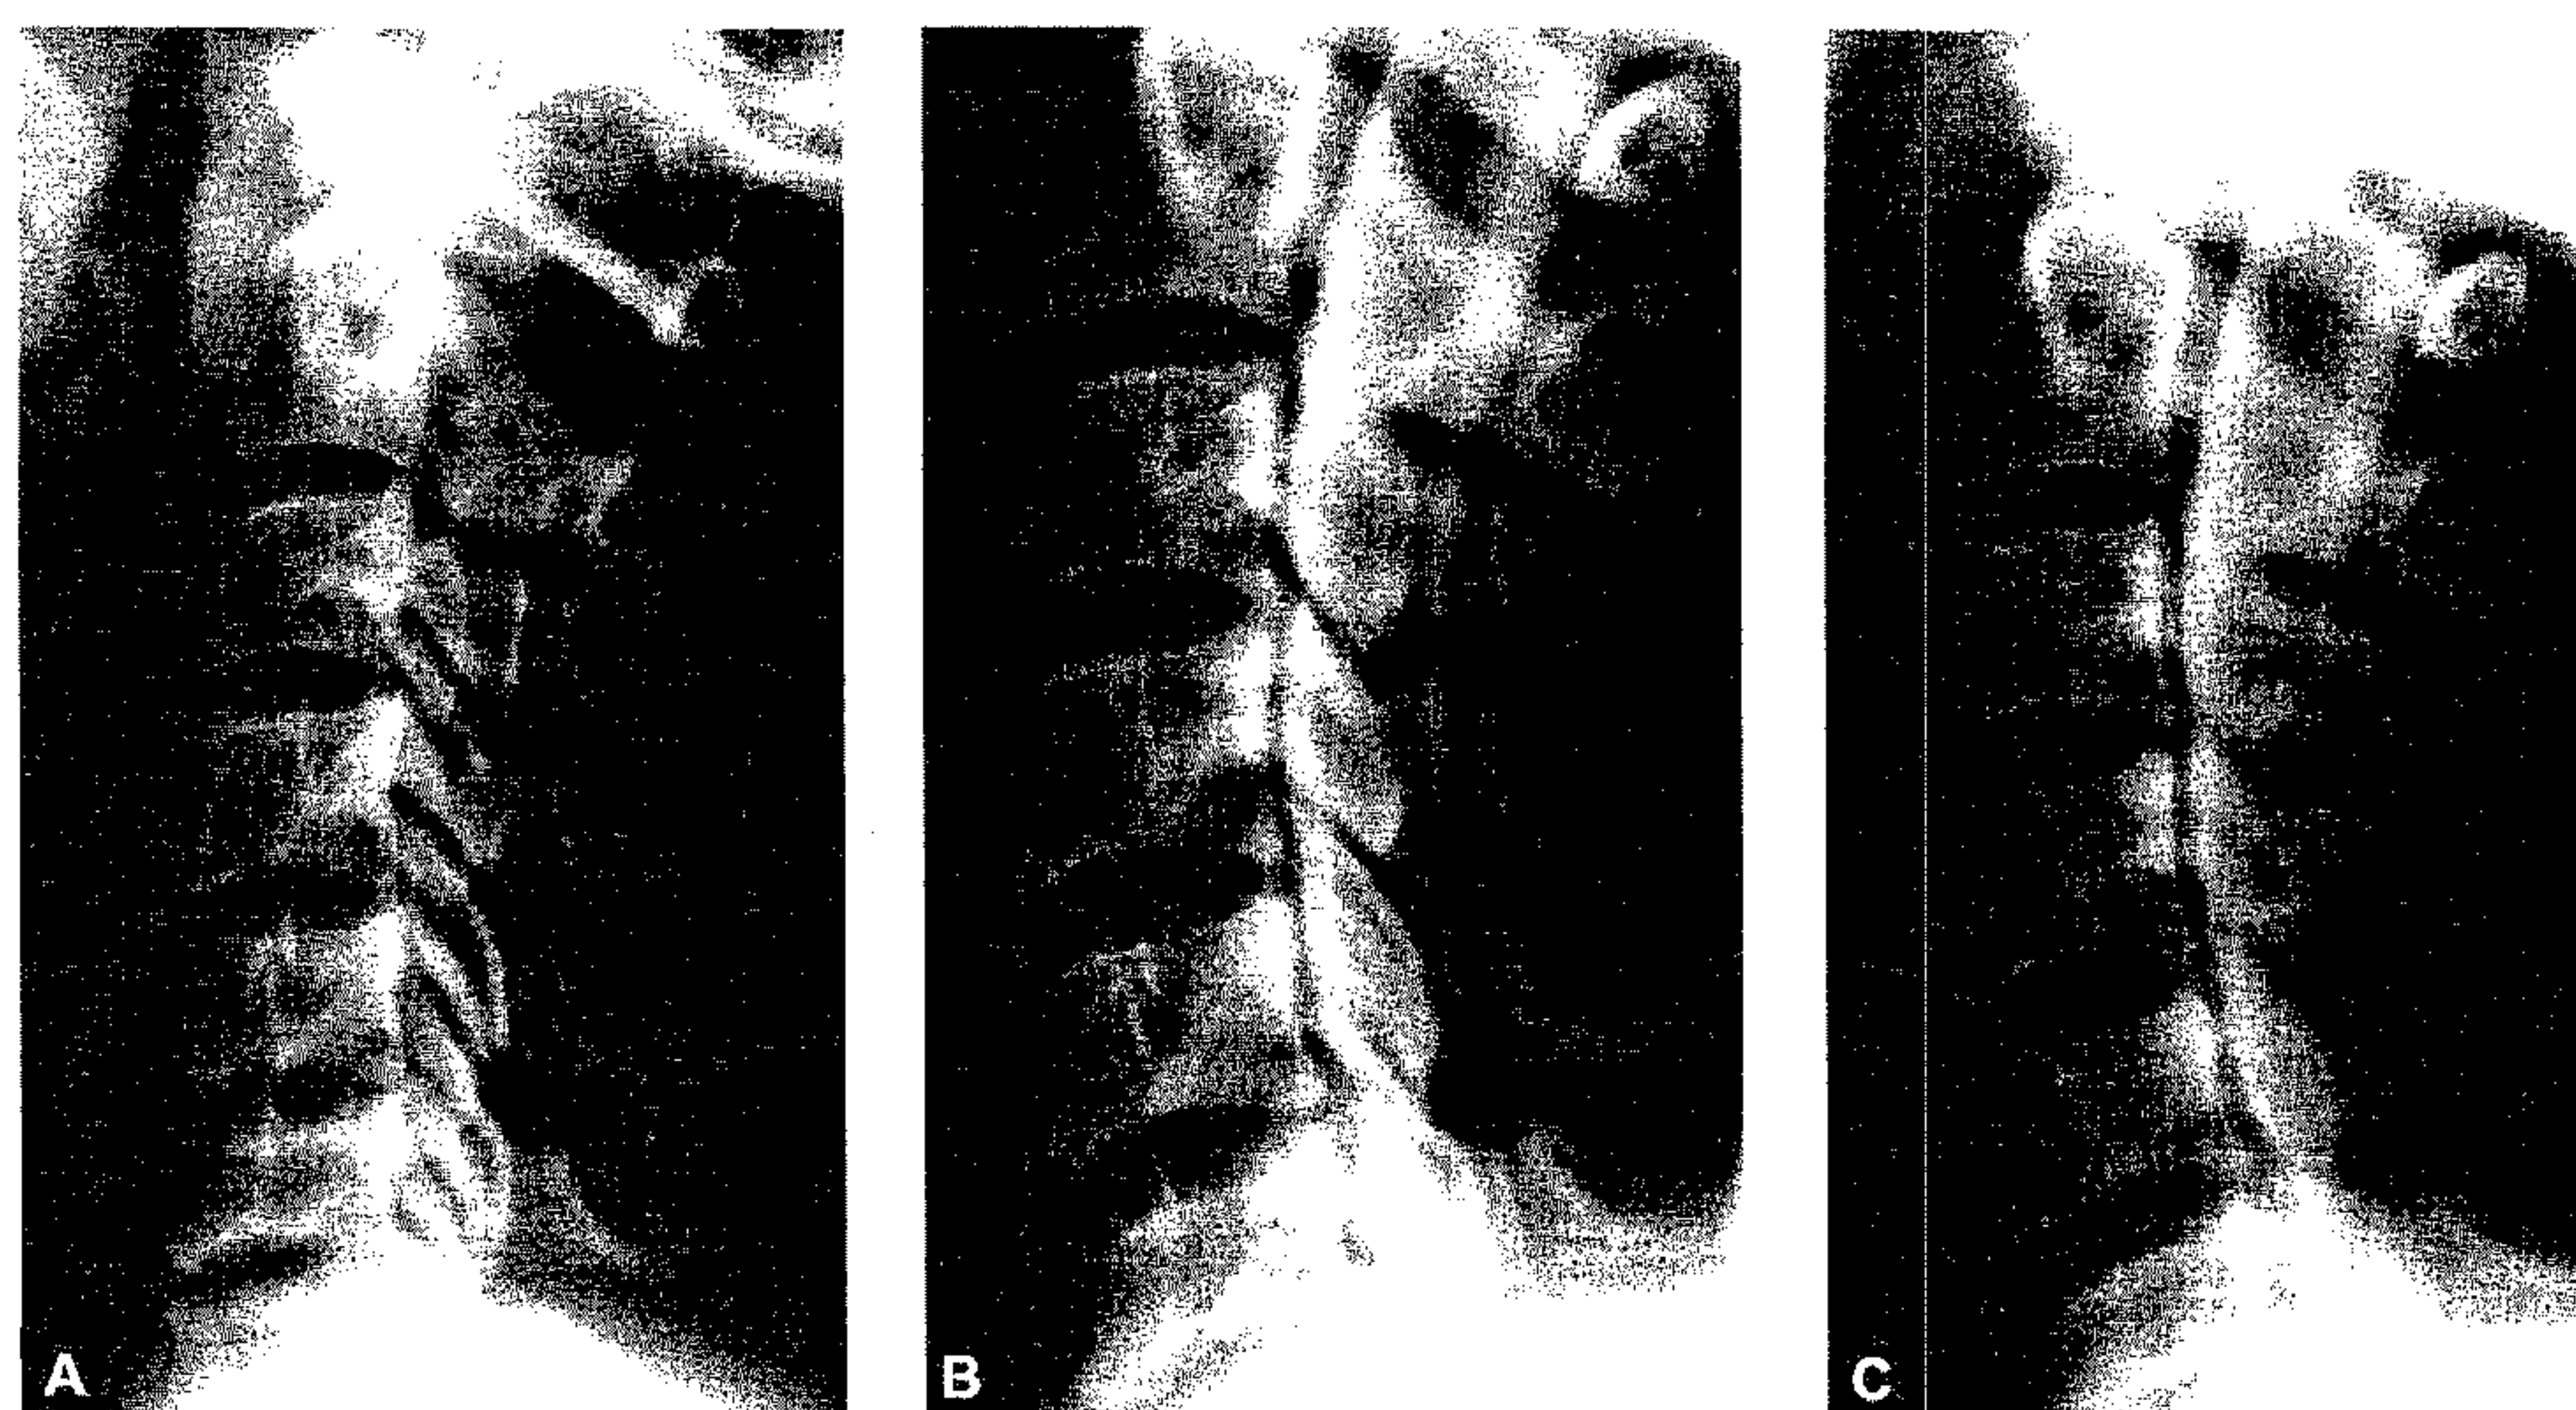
A. Radiografie simplă; B. Mielografie; C. Mielografie (imagine tomografică).
